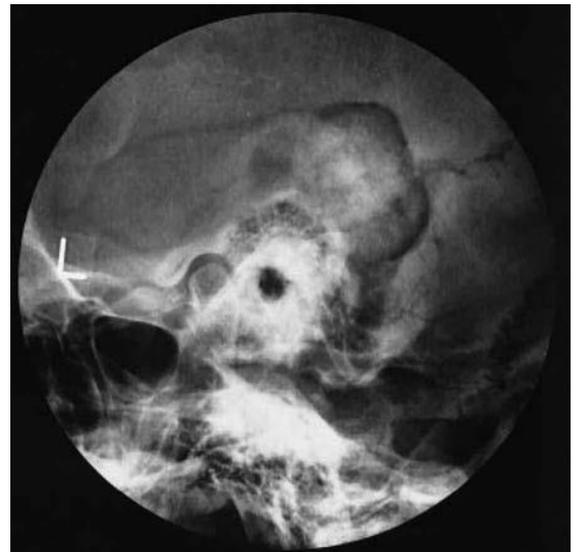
Radiografía panorámica dentro de área circular se observa tamaño forma y posición condilar.
